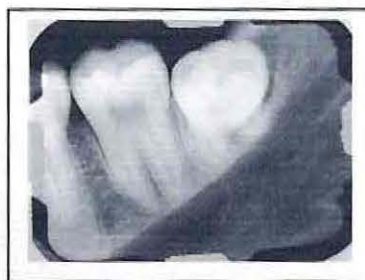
Radiografía periapical con deslizamiento vertical.
